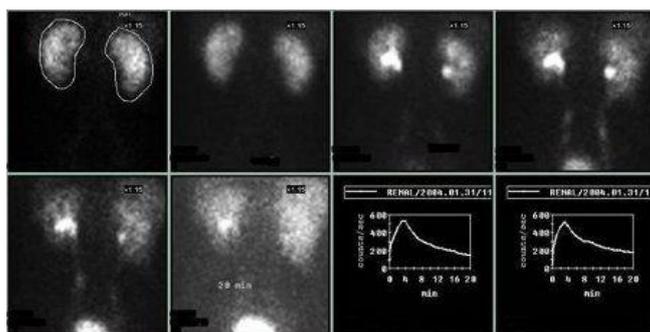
Результаты сцинтиграфии почек в норме
